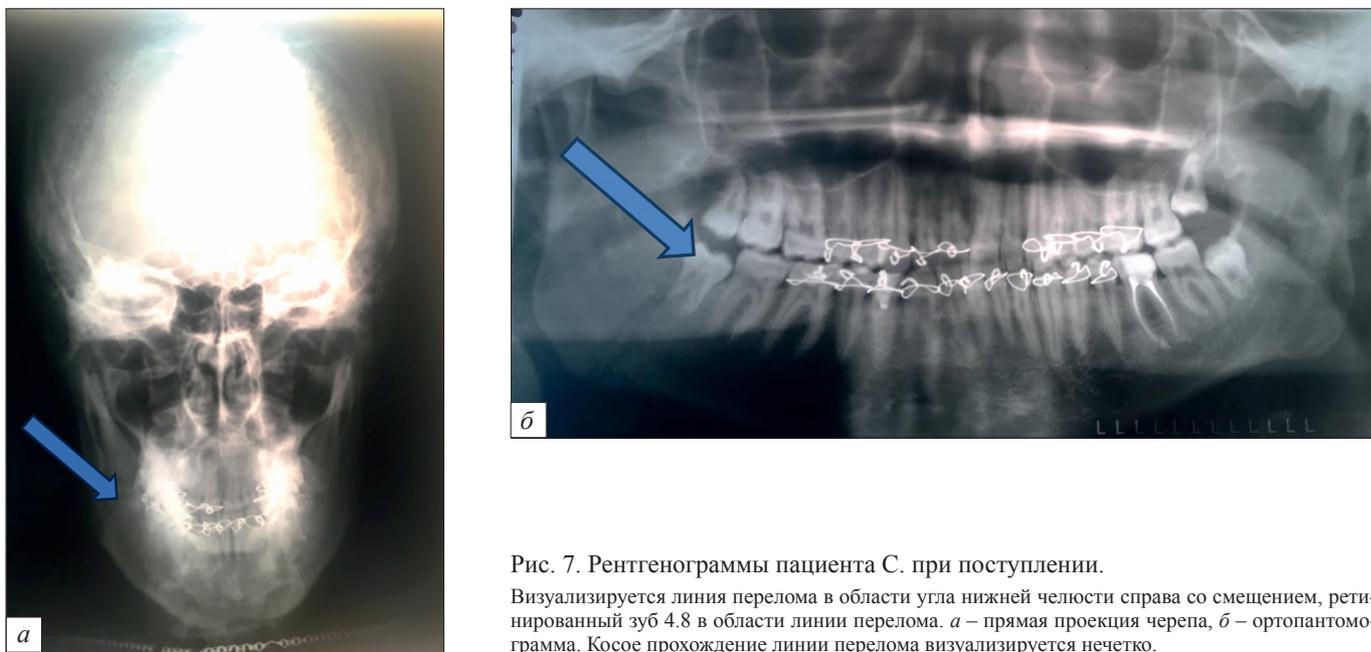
Рентгенограммы пациента С. при поступлении.
